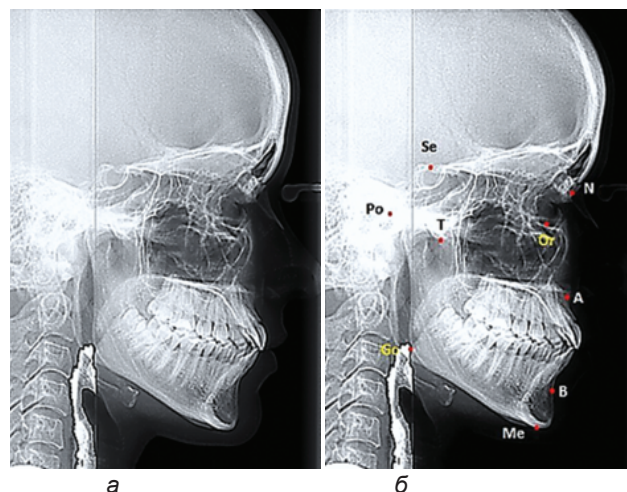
Фотографии телерентгенограммы в боковой проекции (а) с нанесенными ориентирами (б) для анализа
